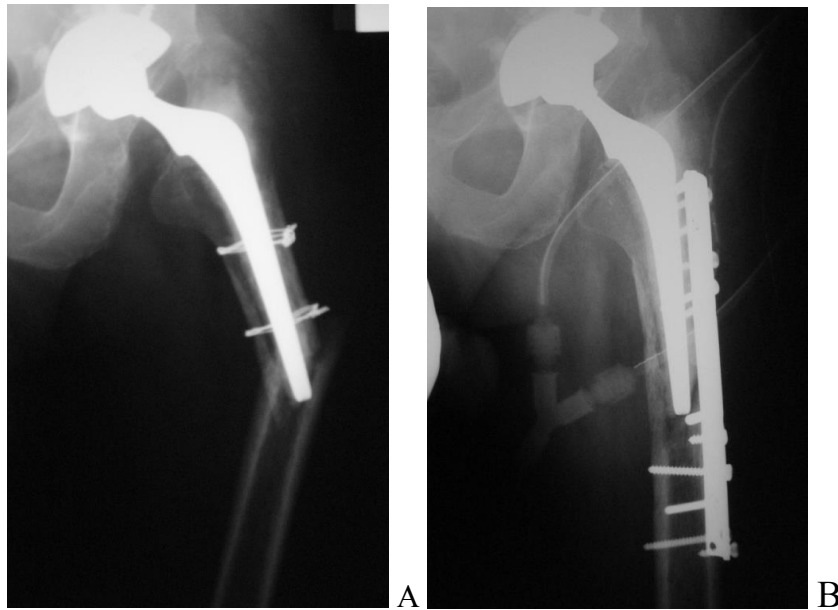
А. Рентгенограмма пациента С. 58 лет. Перипротезный перелом тип В-1 (через 6 месяцев после ревизионного эндопротезирования). В. Накостный остеосинтез бедренной кости металлической пластиной.
